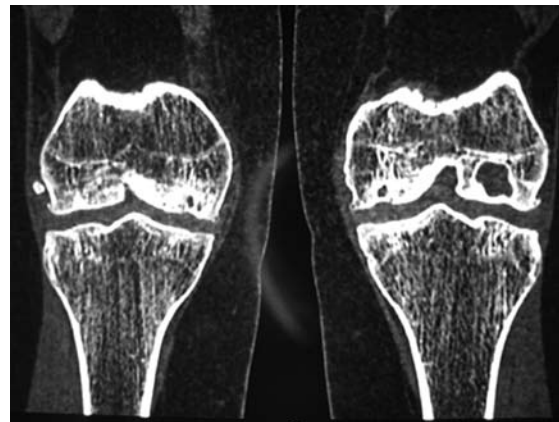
МСКТ картина болезни Кёнига медиального мыщелка бедра у больной А.
